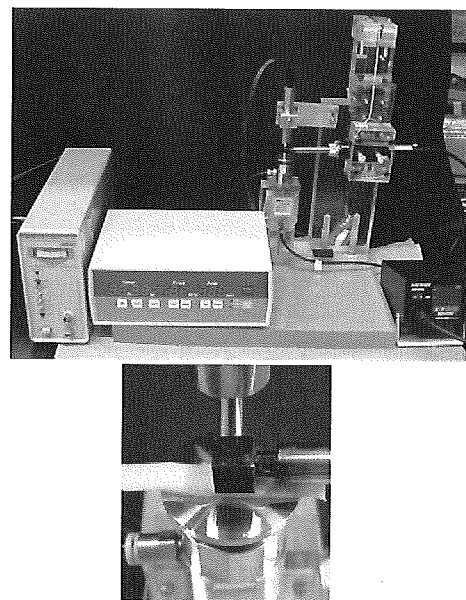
温度、圧力負荷と超音波以下の振動負荷による接着実験 概観図
